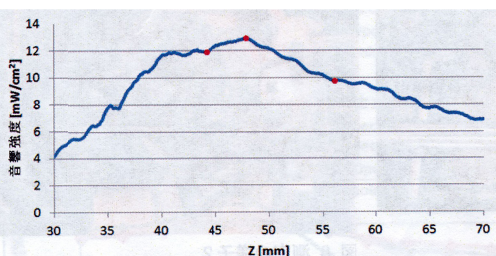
超音波プローブとハイドロフォンの距離(z)を変えたときの音響強度変化(500kHzでの照射)
